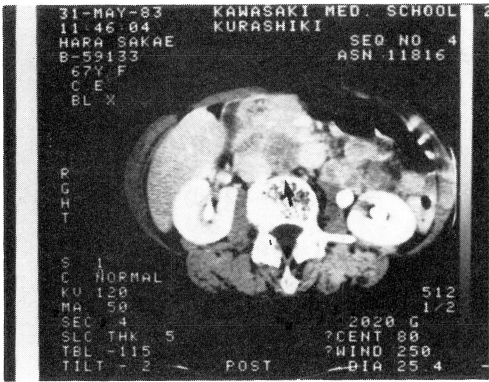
CT shows the tumor locating between Abdominal aorta and inferior vena cava.
